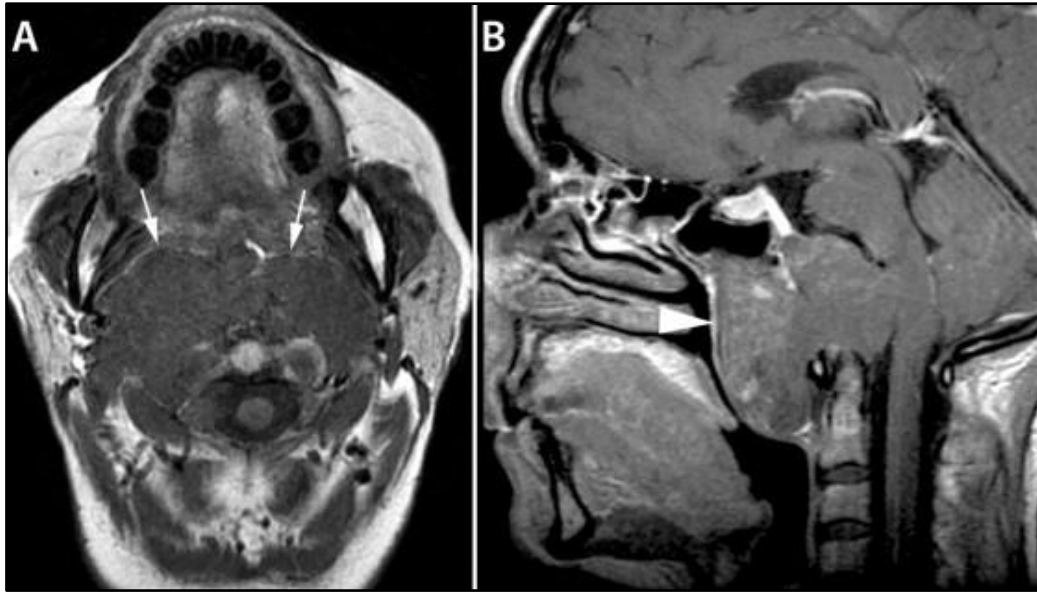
Chordome du clivus. IRM en coupe axiale (T1) (A), et sagittale (B), avec infiltration des parties molles et bombement dans le nasopharynx. La graisse de l'espace rétropharyngé est refoulée vers l'avant (flèches blanches). Envahissement de la masse latérale de C2. La muqueuse du nasopharynx est normale (tête de flèche). *George et al. 2013.*
